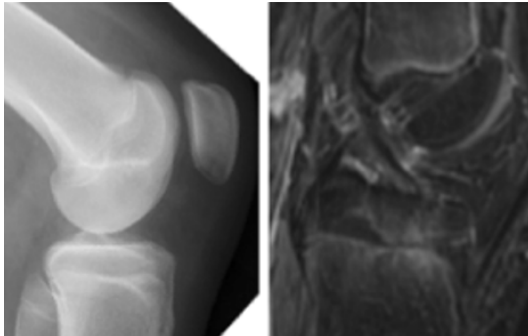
A. Radiografía lateral de rodilla en paciente de 11 años, donde no se evidencia un rasgo de fractura evidente. B. Imagen sagital de RM PD Fat Sat del mismo paciente mostrando una fractura avulsiva no desplazada de eminencia tibial, Grado I de Green & Tuca.
